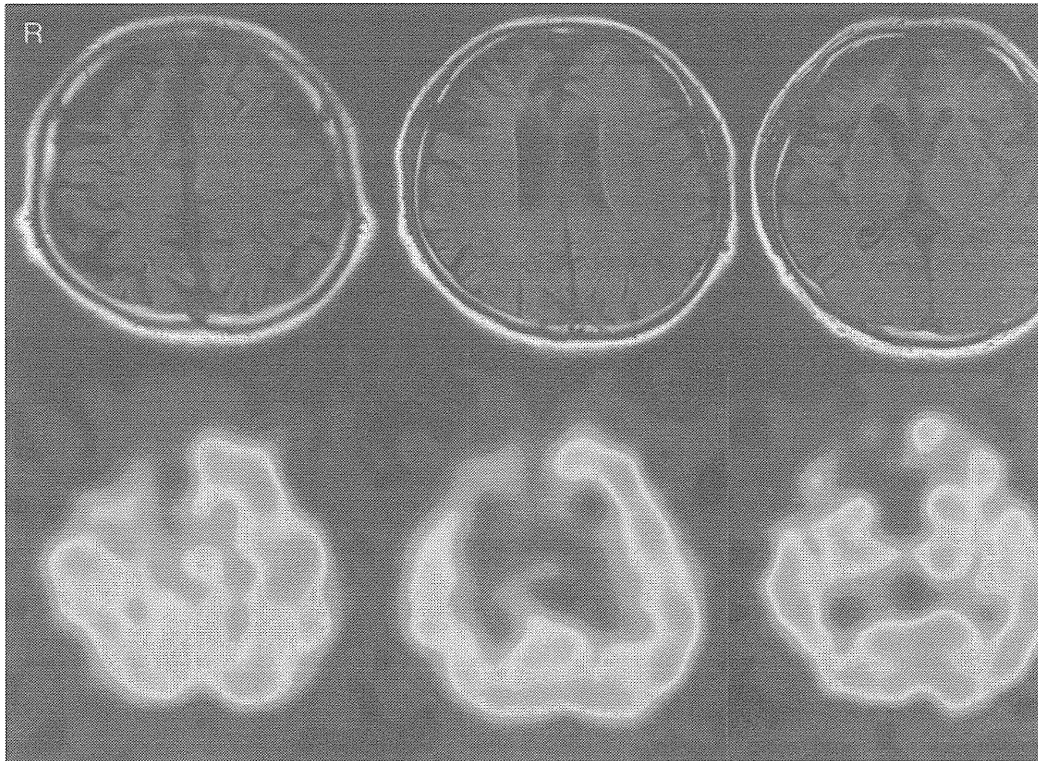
前頭側頭型認知症(59歳男性, 発症3年目)のMRI-FLAIR画像(上段)と¹²³I-IMP-SPECT画像(下段)
